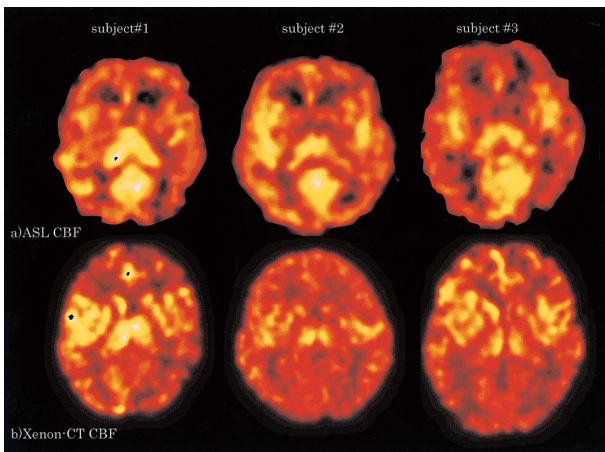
Examples of ASL images converted to CBF values obtained using the linear scaling method and Xe-CT CBF images for three different subjects. All images were displayed with the same color window. Xe-CT images were processed using a smoothing filter to make their spatial resolution the same as that of the ASL images.
